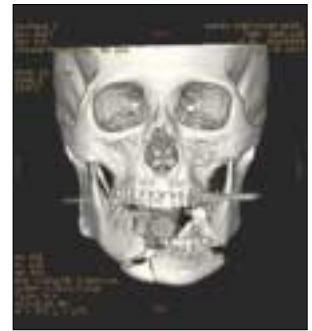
3D-CT view of compound mandibular fracture.
